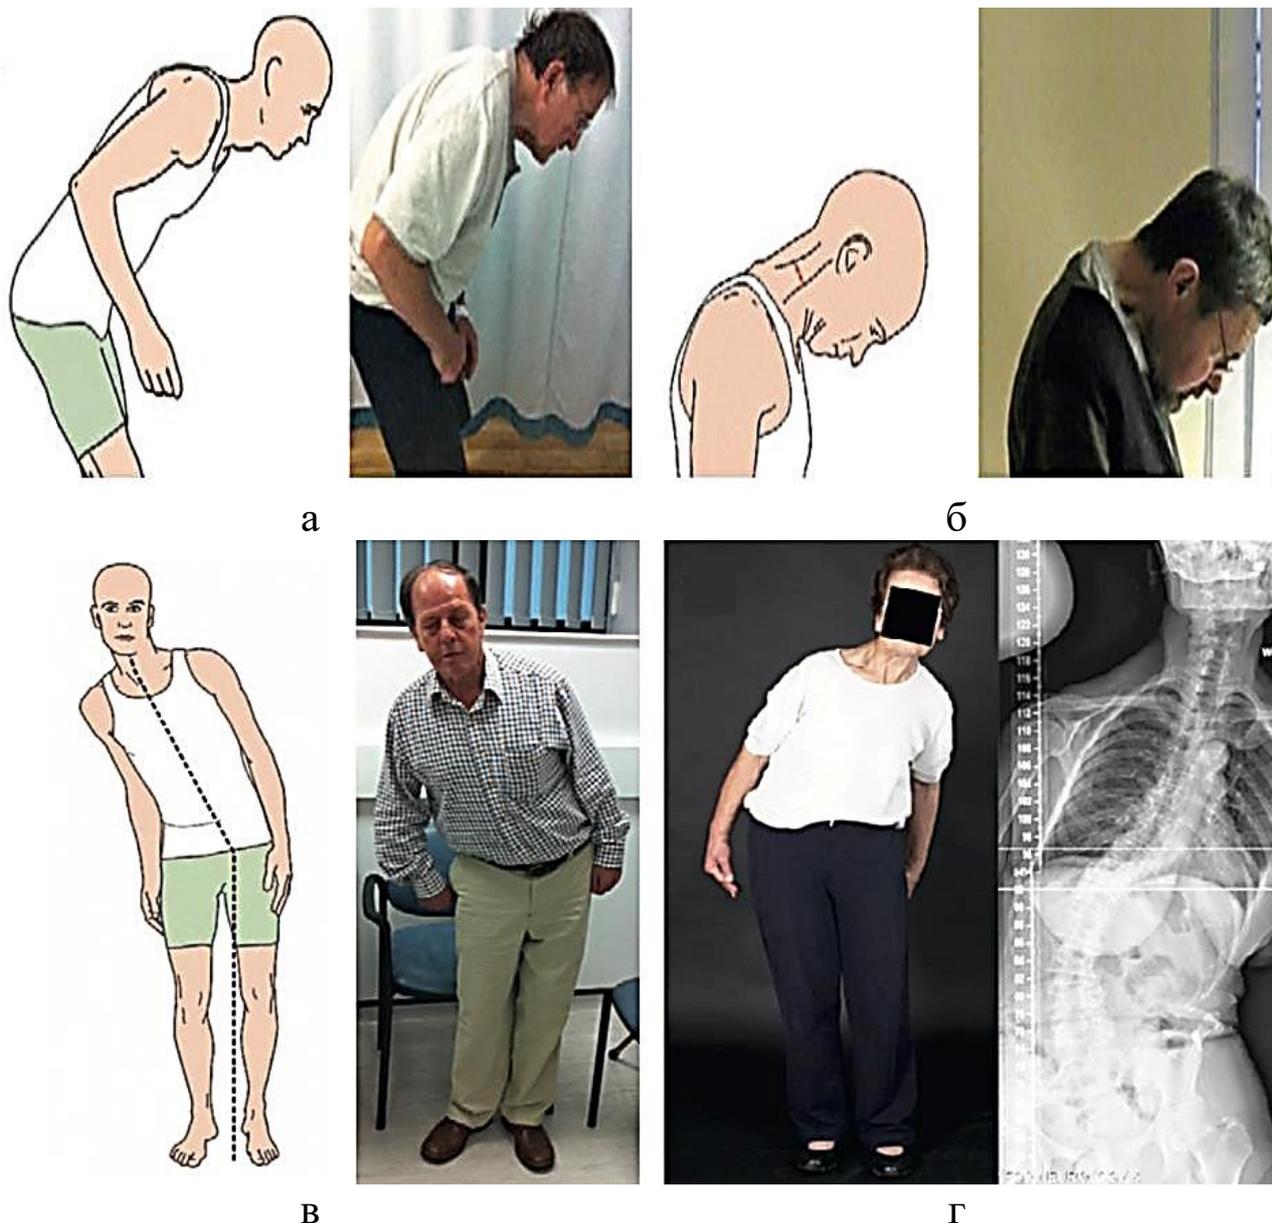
Деформация осанки при паркинсонизме в саггитальной (а, б) и фронтальной плоскости (в, г): а – камптокормия у пациента с болезнью Паркинсона; б – антероколлис при мультисистемной атрофии; в – синдром пизанской башни; г – рентгенограмма пациента с синдромом пизанской башни
